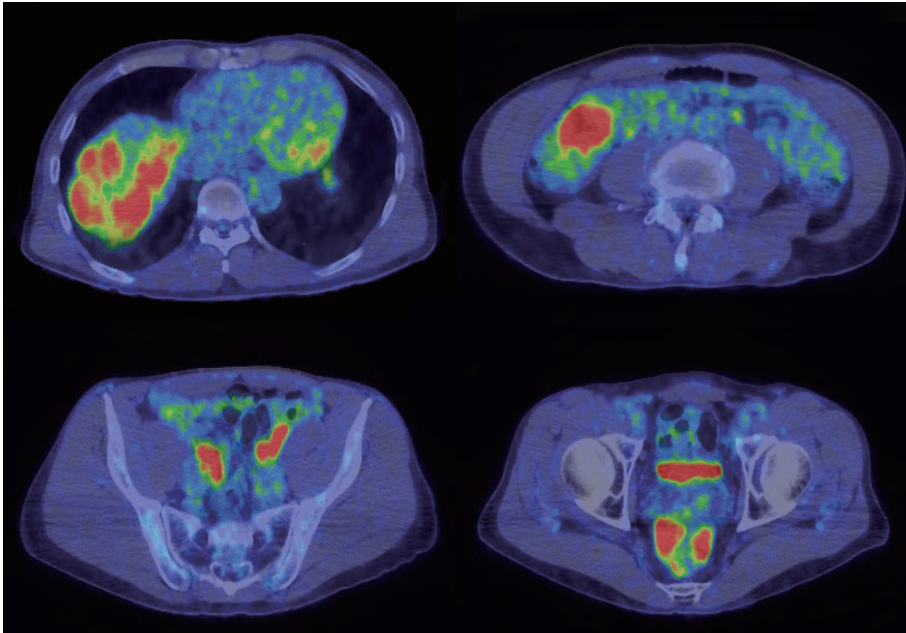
PET-CT写真：造影CT写真（Fig. 1a.～d.）の指摘部位に一致したFDG異常集積.
